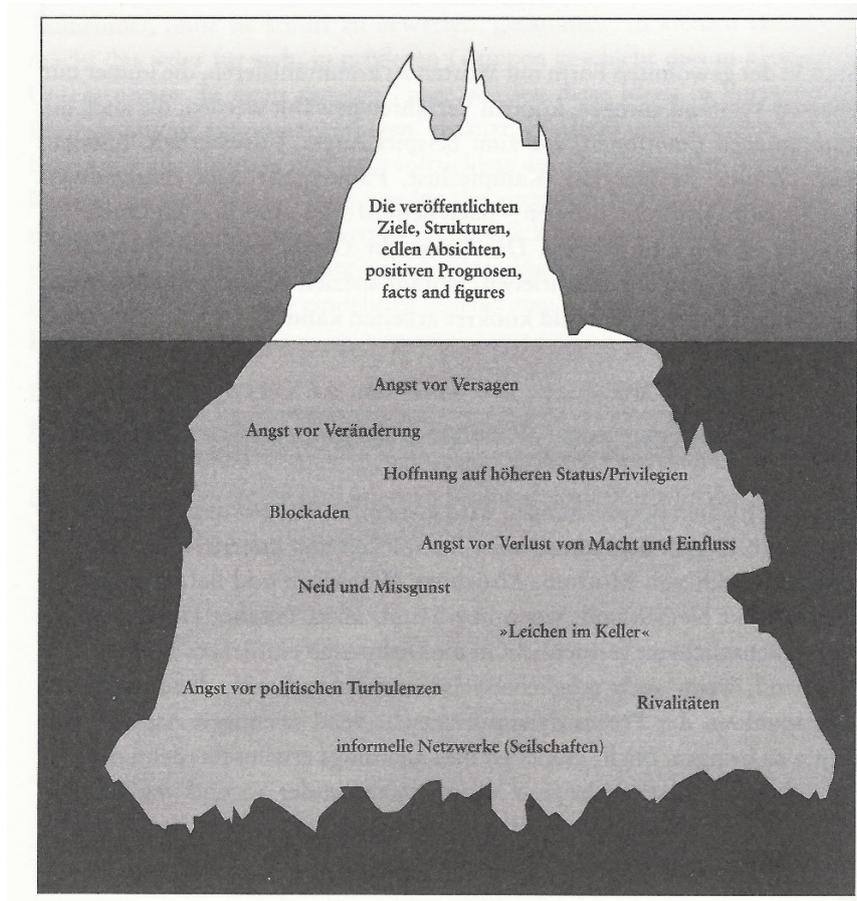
Eisberg unterschwelliger Interessen und Motive (Quelle: Doppler & Lauterburg, 2009, S. 218)
